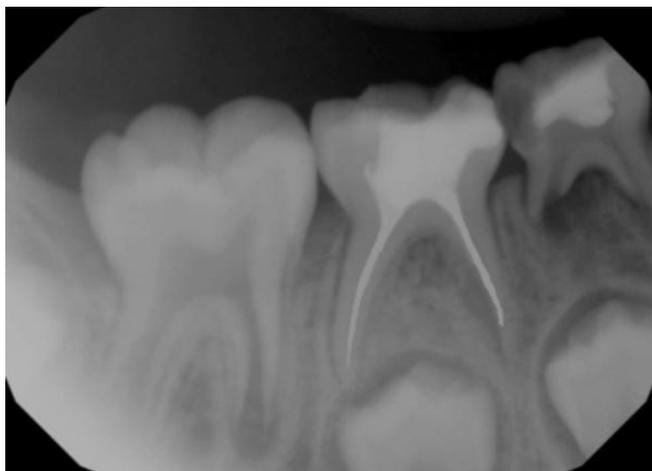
Radiografía de prueba de cono del órgano dental 85.
